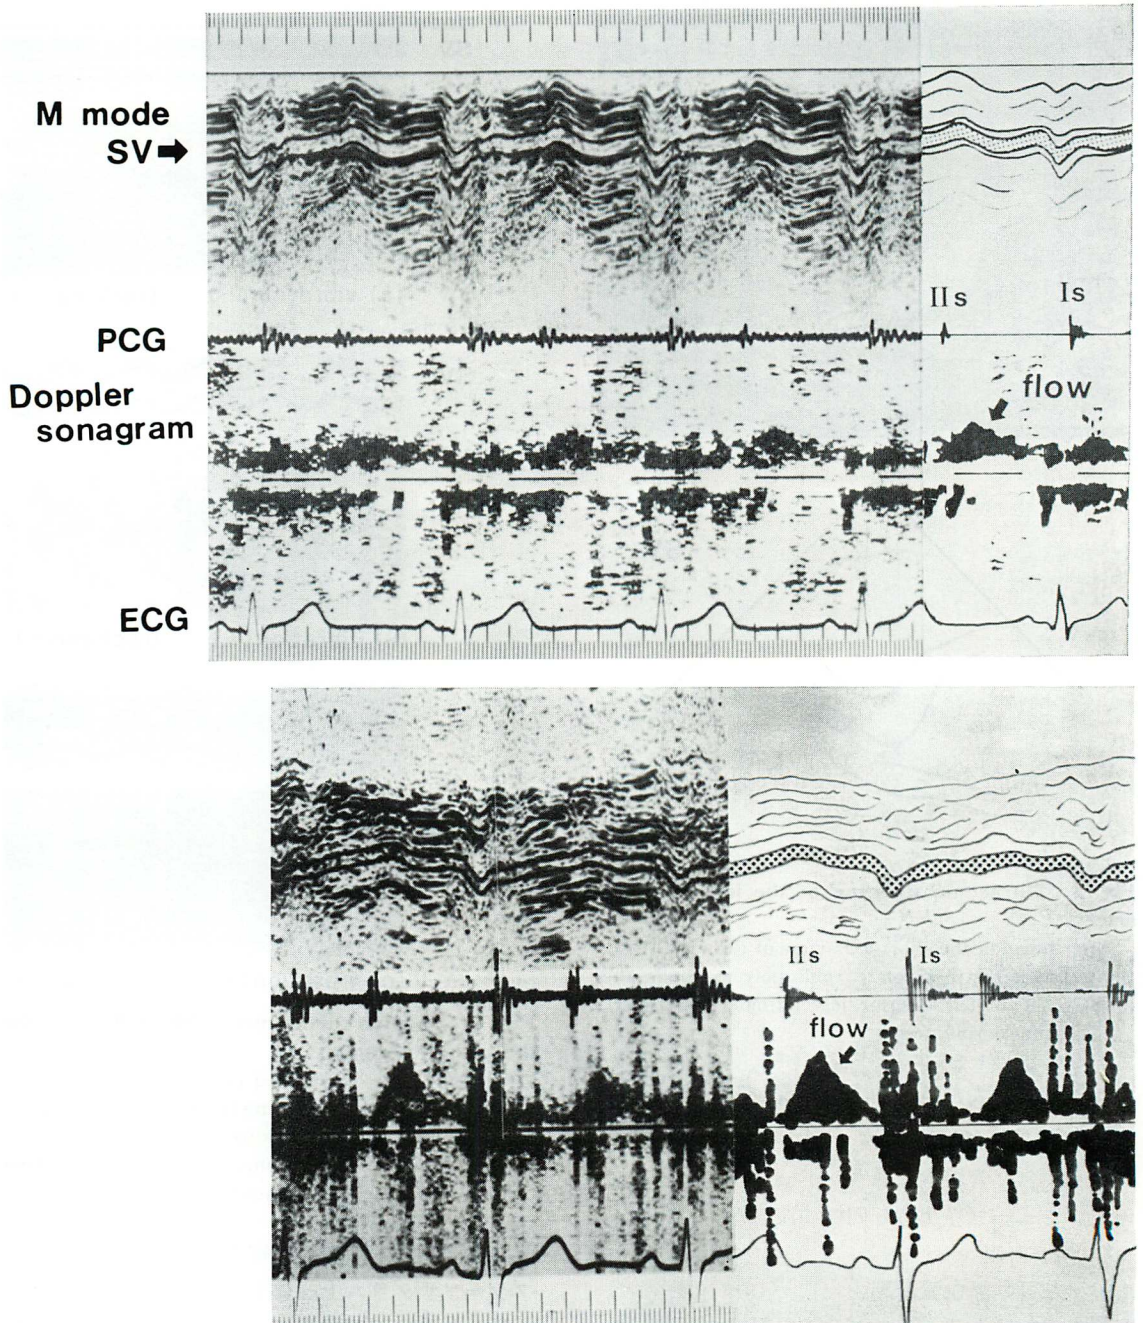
Doppler sonograms of left coronary blood velocities measured by the vessel tracking system.
